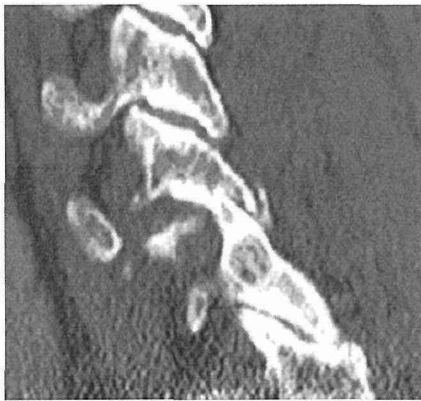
Right lateral sagittal CT reconstruction image demonstrated interlocking of superior facet of C7 into the fracture of inferior facet of C6.
